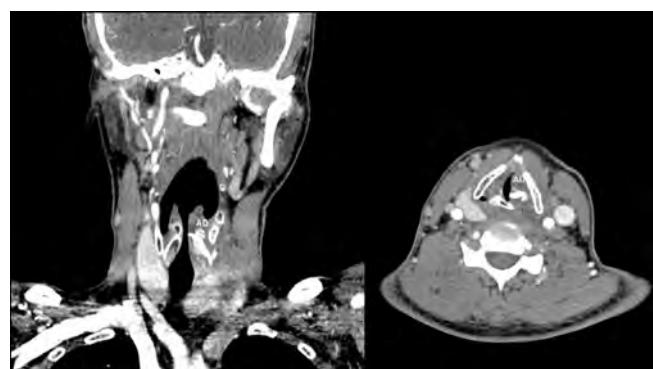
CT scan showing left AD in coronal and axial sections
